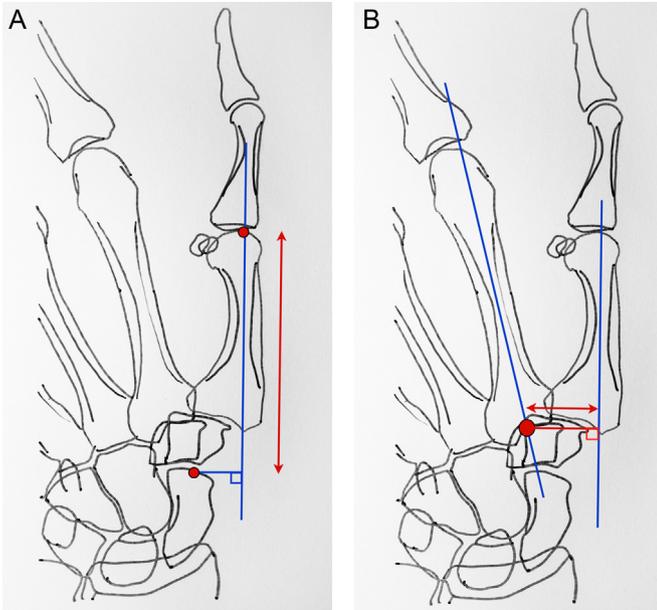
Mesures radiographiques de la longueur du premier rayon et de la subluxation. A. Longueur du premier rayon. Les points rouges représentent le centre de la surface articulaire distale du scaphoïde et l'apex de la surface articulaire distale du premier métacarpien M1. Le trait bleu vertical représente l'axe du premier rayon. La longueur du premier rayon est représentée par la flèche rouge. B. Mesure de la subluxation TM. Les traits bleus représentent les axes du premier métacarpien M1 et du second métacarpien M2. Le point rouge est la projection de l'axe de M2 sur la surface articulaire proximale de M2. La valeur de la subluxation radiographique est mesurée par la flèche rouge.
